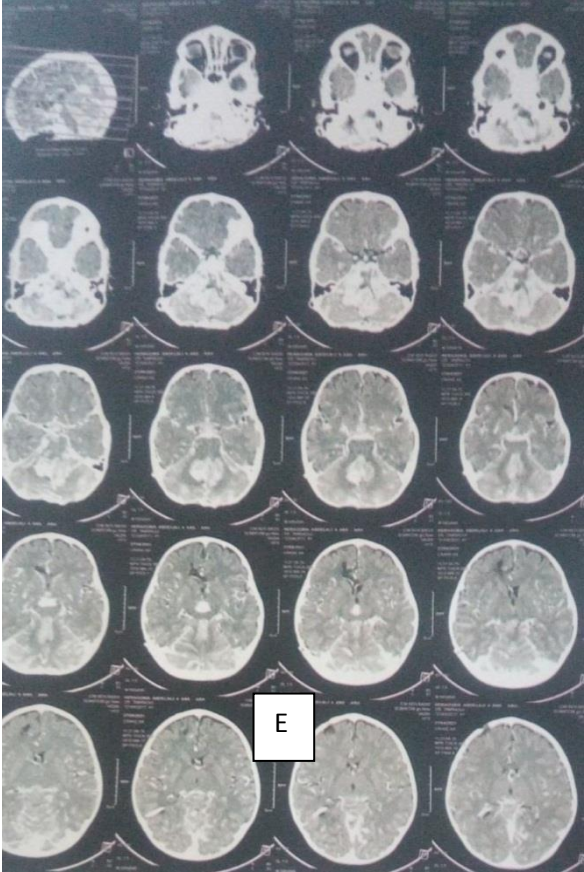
E): TDM cérébrale coupe axiale évolution 45 jours après la chirurgie, récurrence importante au niveau de la fcp prenant fortement le contraste avec dissémination méningée.
